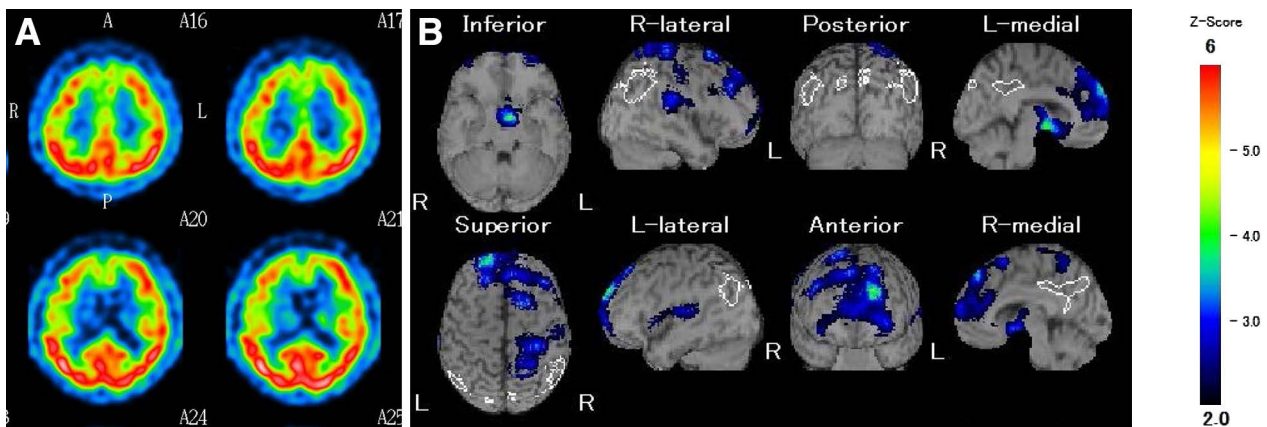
^{99m}Tc-ECD single photon emission computed tomography findings from the initial admission.
